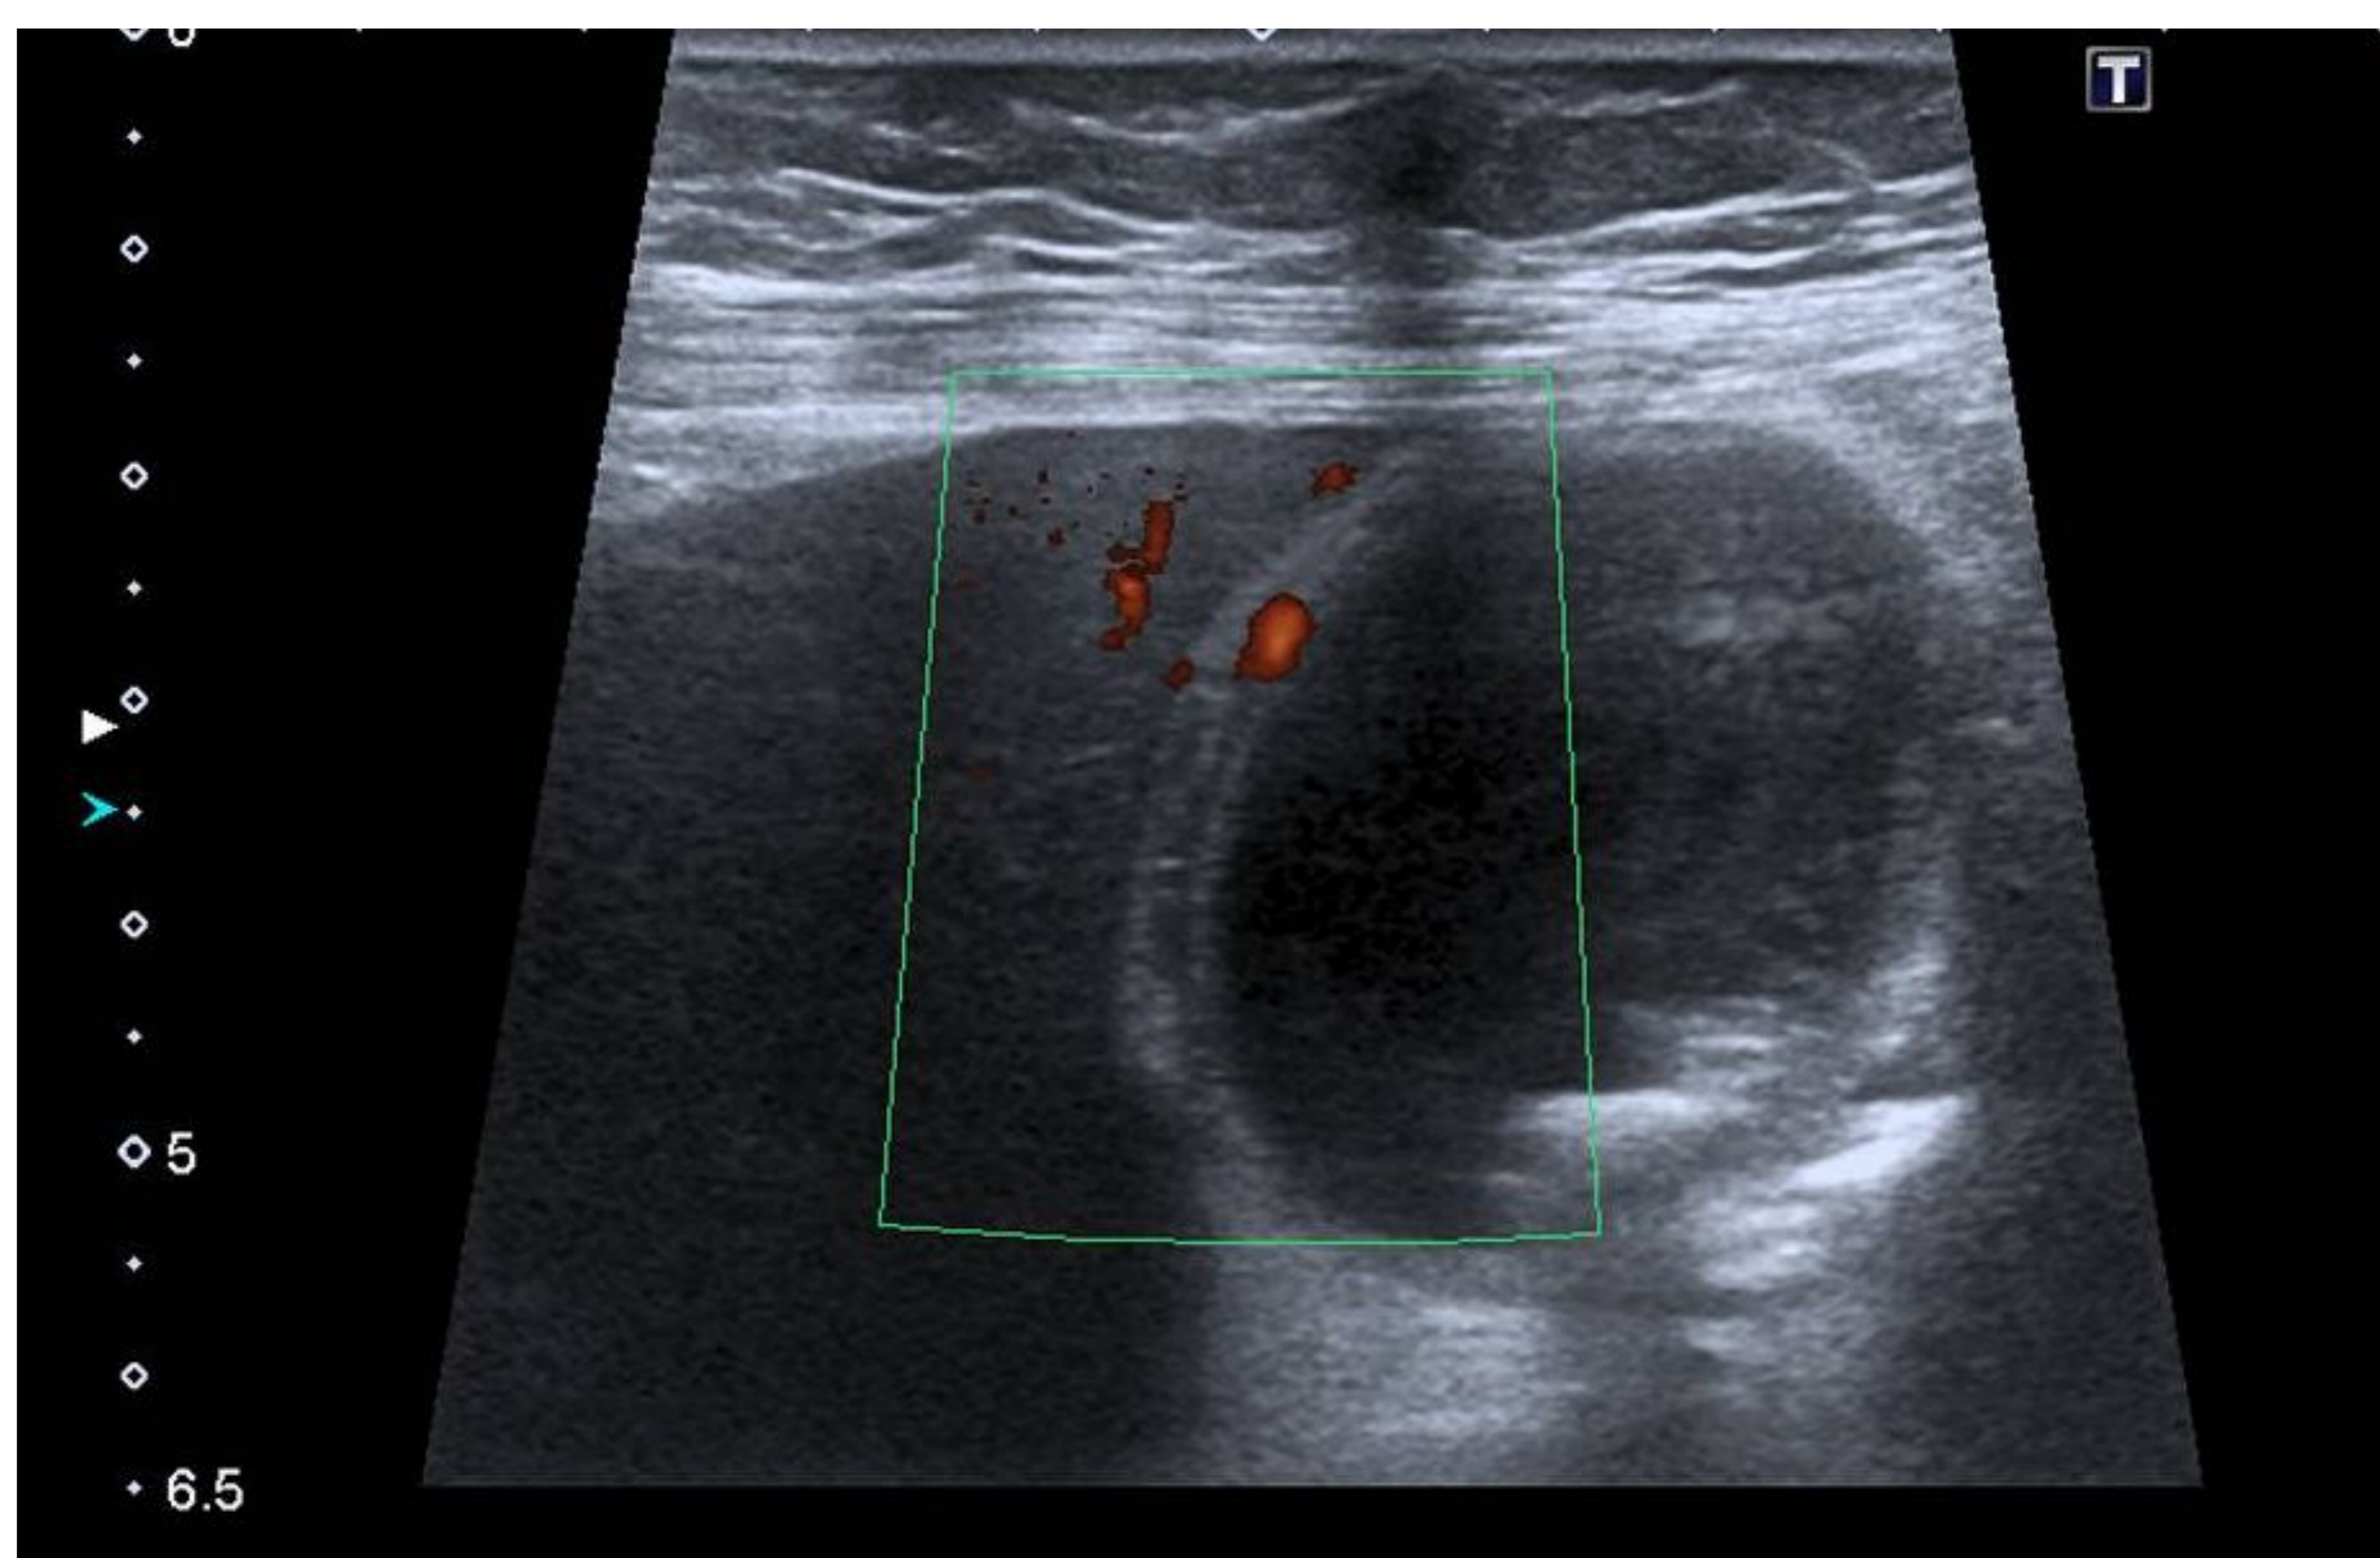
Vesícula de pared hiperémica en estudio Doppler y contenido litiásico en su luz
